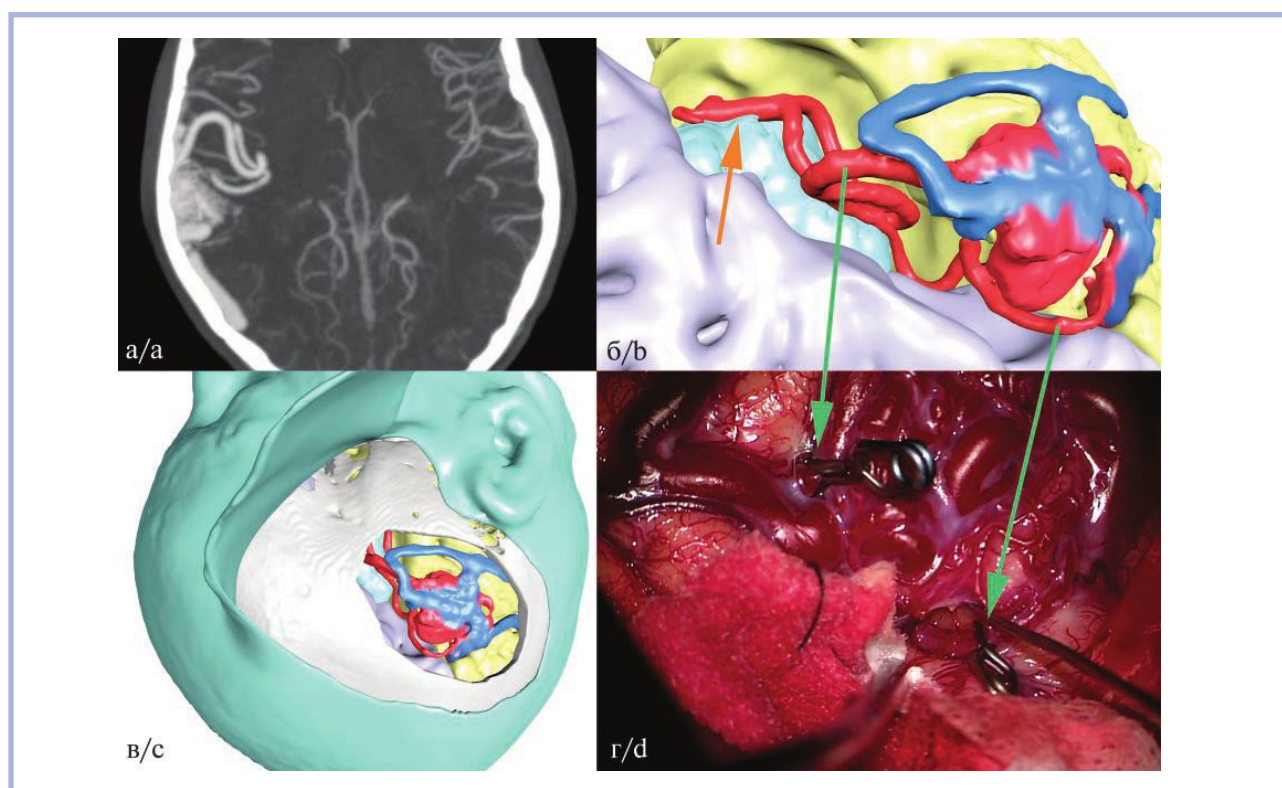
Сегментация АВМ правой височной доли по КТ-АГ (мягкие ткани, череп, эфференты) и МРТ (афференты, клубок АВМ, вещество мозга).
